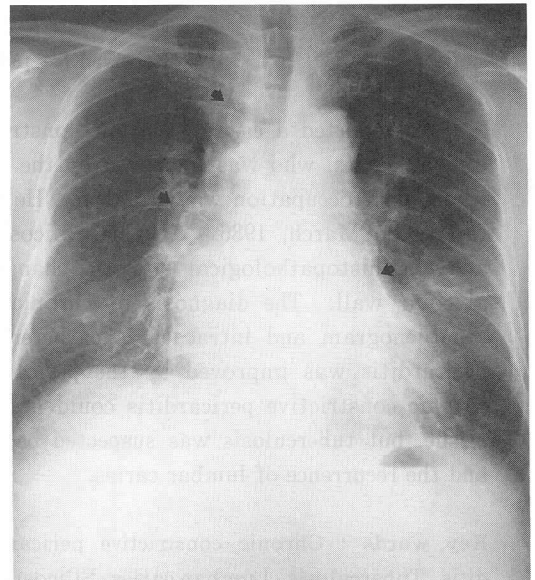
入院時胸部X線像。心拡大，心膜の石灰化および縦隔肺門リンパ節の卵殻状石灰化を認め，両側中下肺野に淡い不整形陰影とカーリーBラインを認める（矢印）。
